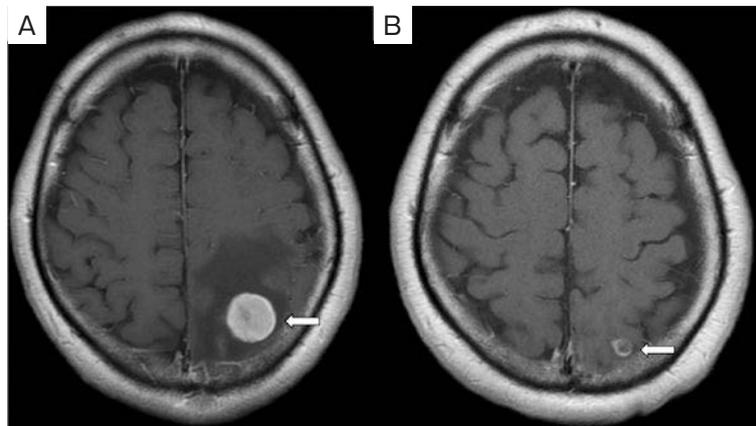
Brain MRI findings. (A) A 30-mm tumor lesion with edematous changes was found in the left parietal lobe. (B) After stereotactic radiosurgery and chemoimmunotherapy, the tumor shrank markedly (arrows).
